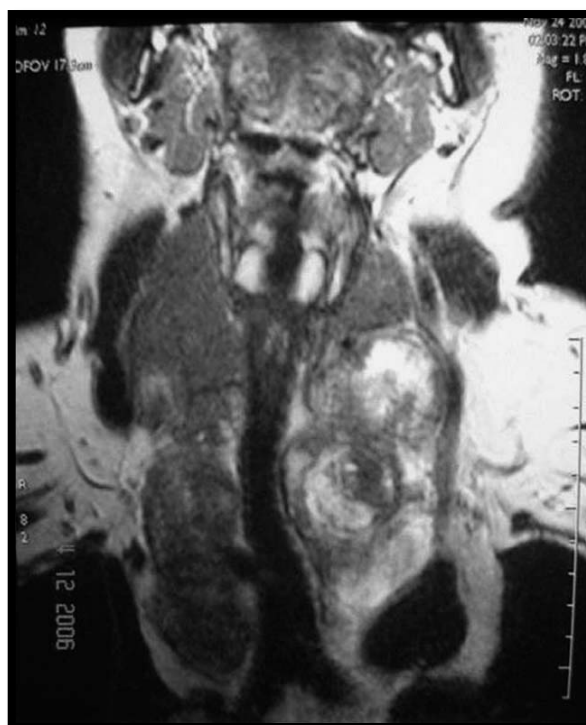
IRM cervico-médiastinale en T2 coronale montrant un large goitre multinodulaire plongeant atteignant la carène (110)
